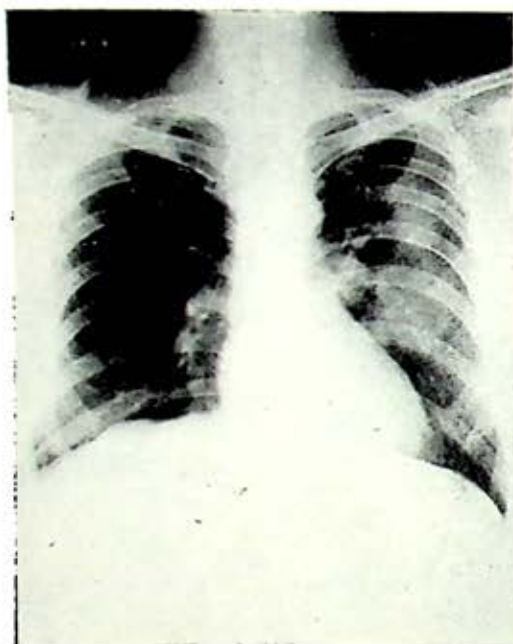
Caso 2. Radiografía de tórax que revela un extenso infiltrado neumónico con una zona de necrosis parahiliar izquierda.
